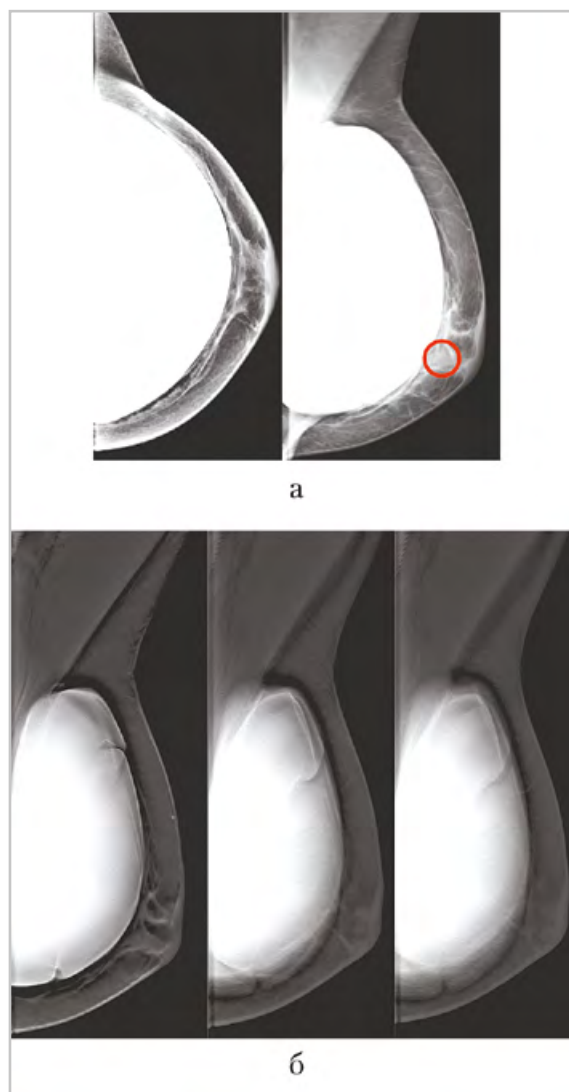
Стандартные цифровые маммограммы левой молочной железы в косой и краниокаудальной проекциях, томограммы в косой проекции пациентки 3., 36 лет: на стандартных маммограммах узловое образование заподозрено в субареолярной зоне (а); на томограмме в косой проекции патологическое образование не выявлено (б)
